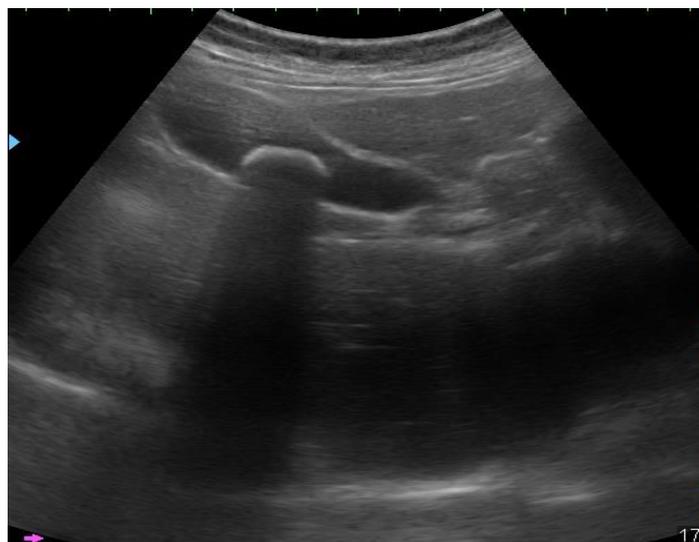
УЗИ. ЖКБ. Острый катаральный холецистит.
